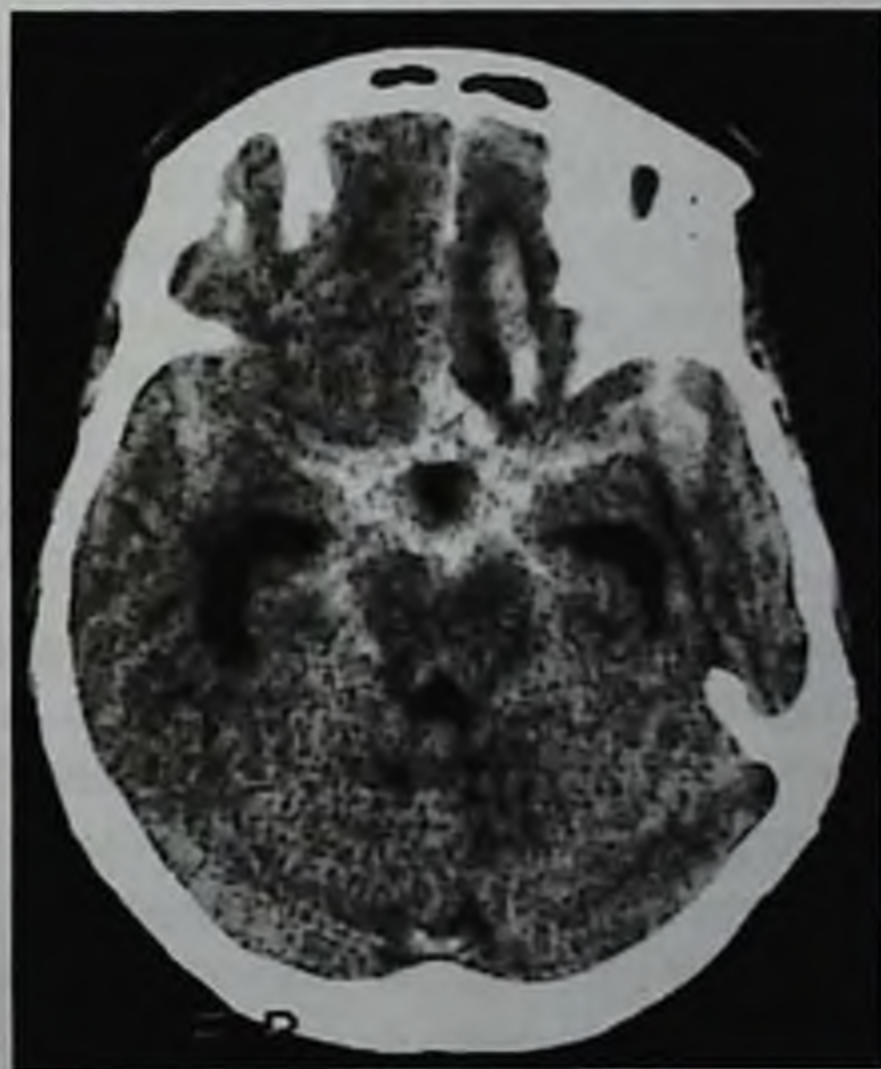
Массивное субарахноидальное кровоизлияние в сочетании с небольшой внутримозговой гематомой левой лобной доли головного мозга: компьютерная томограмма без контрастного усиления
